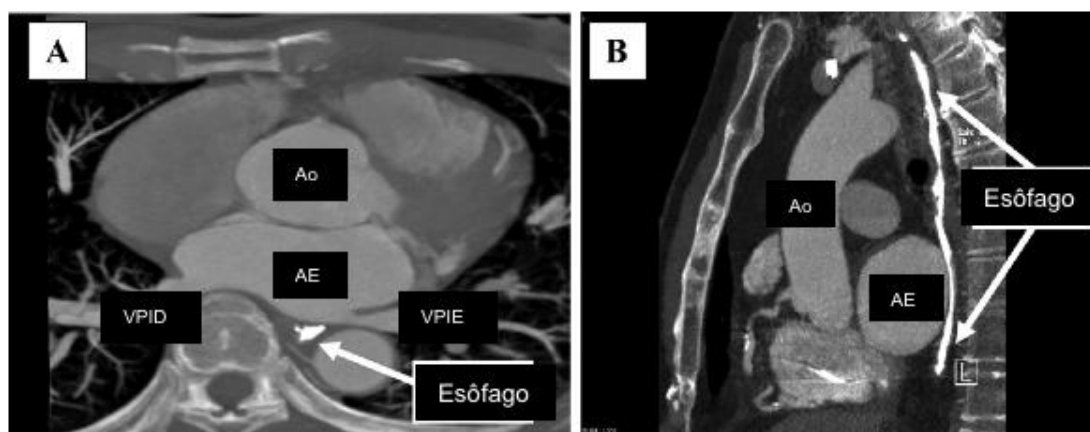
Relações anatômicas normais entre o átrio esquerdo, a aorta e o esôfago visualizados pela tomografia computadorizada do tórax. A: corte axial; B: corte sagital. Ao = aorta; AE = átrio esquerdo; VPID = veia pulmonar inferior direita; VPIE = veia pulmonar inferior esquerda. Fonte: Donaldson *et al.*, 2010⁵¹.
